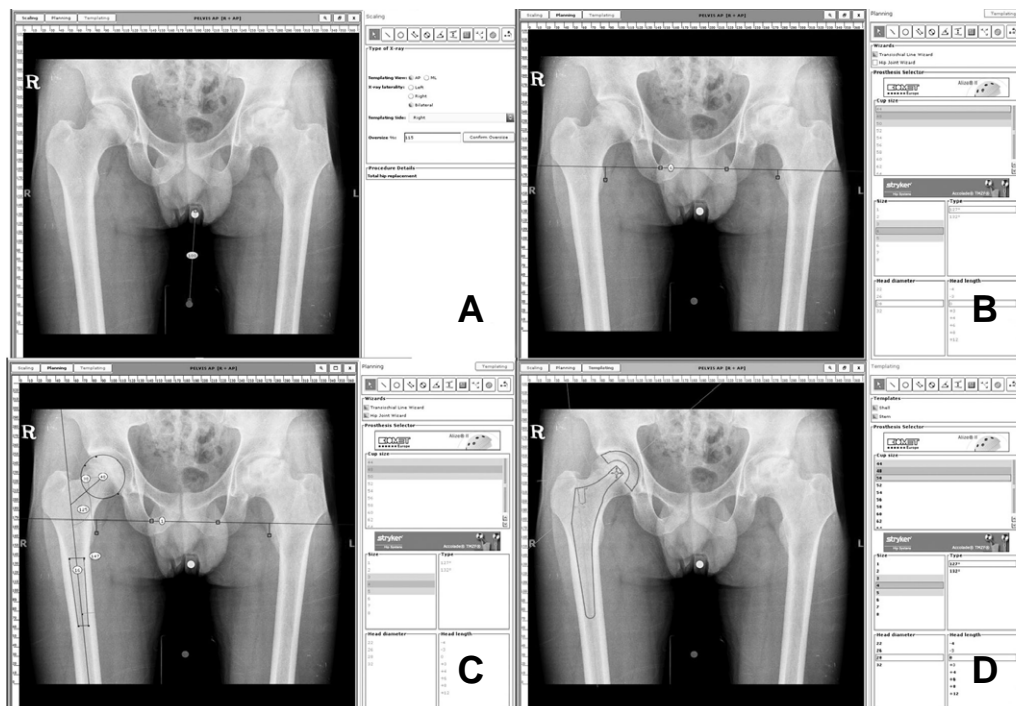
Preoperative radiograph of a 54 years old female shows avascular necrosis. (A) Scaling. (B) Planning-correction of pelvis tilt based on transischial line. (C) Planning-measuring size of femoral head and femoral canal. (D) Templating-visualization of measured implant.
